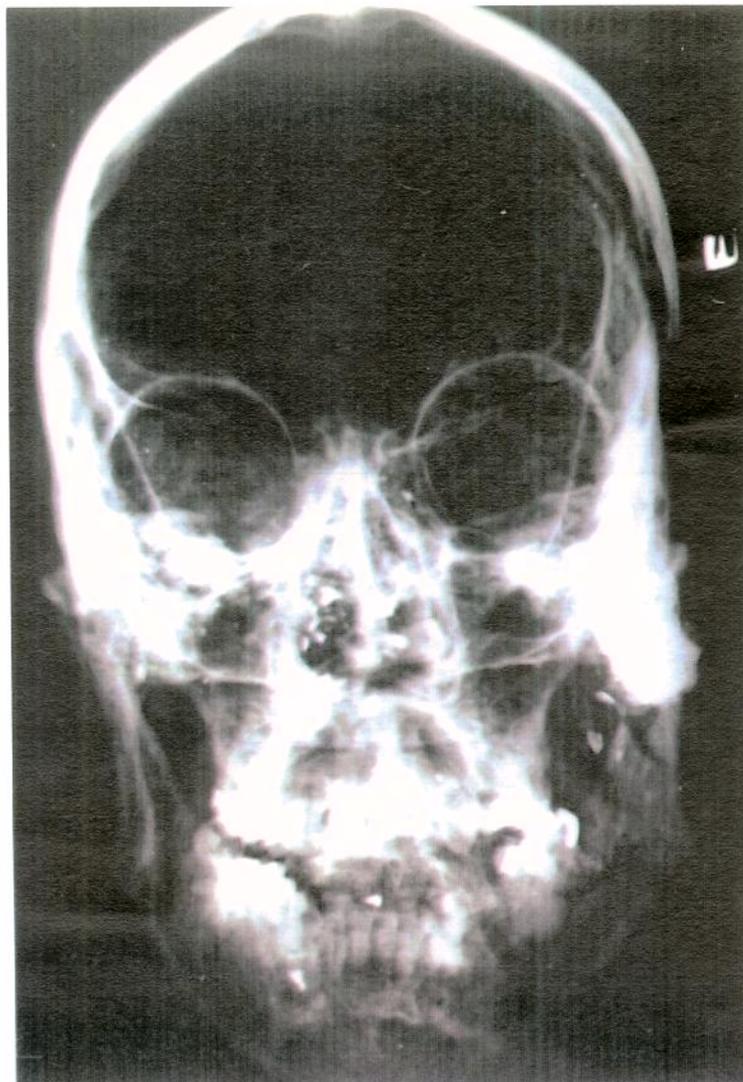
Radiografia do crânio evidenciando fraturas e fragmentos metálicos.
